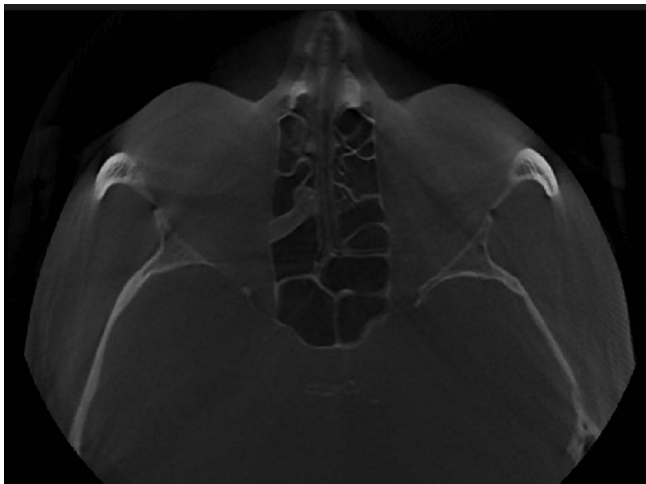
КТ ОНП в аксиальной плоскости, тот же пациент. Утолщение слизистой оболочки на уровне средних ячеек решетчатого лабиринта справа (вид снизу)
